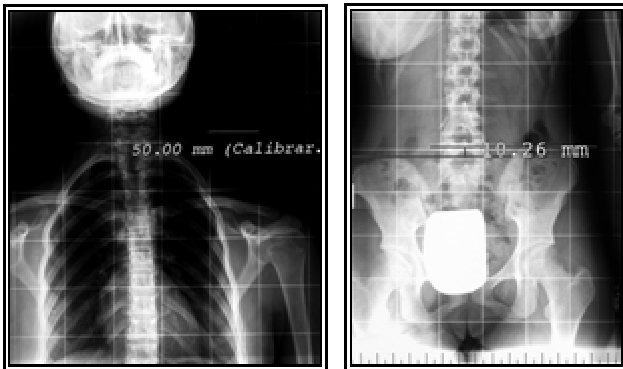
e 6 Radiografia da coluna: escoliose em S de raios muito largos e convexidade superior esquerda com bácia da bacia para a direita existindo desnível das cristas ilíacas de 10.26 mm.
